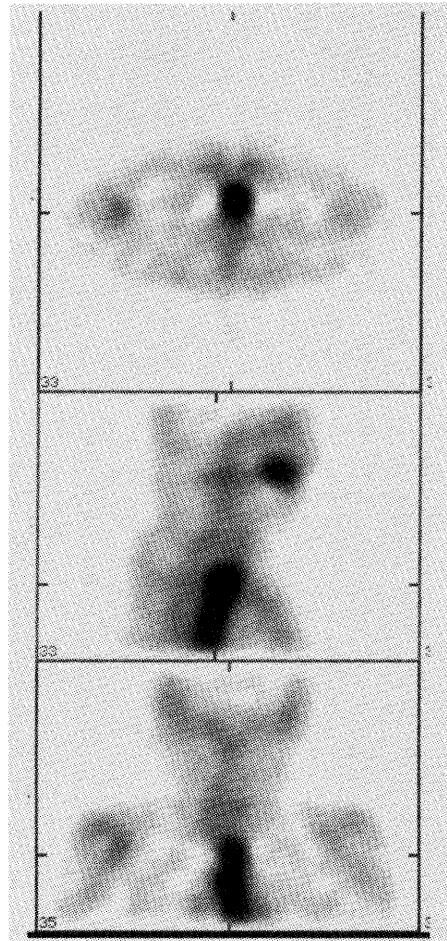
Ga-67 chest SPECT. Note the clear abnormal uptake in the oral cavity and esophagus.
